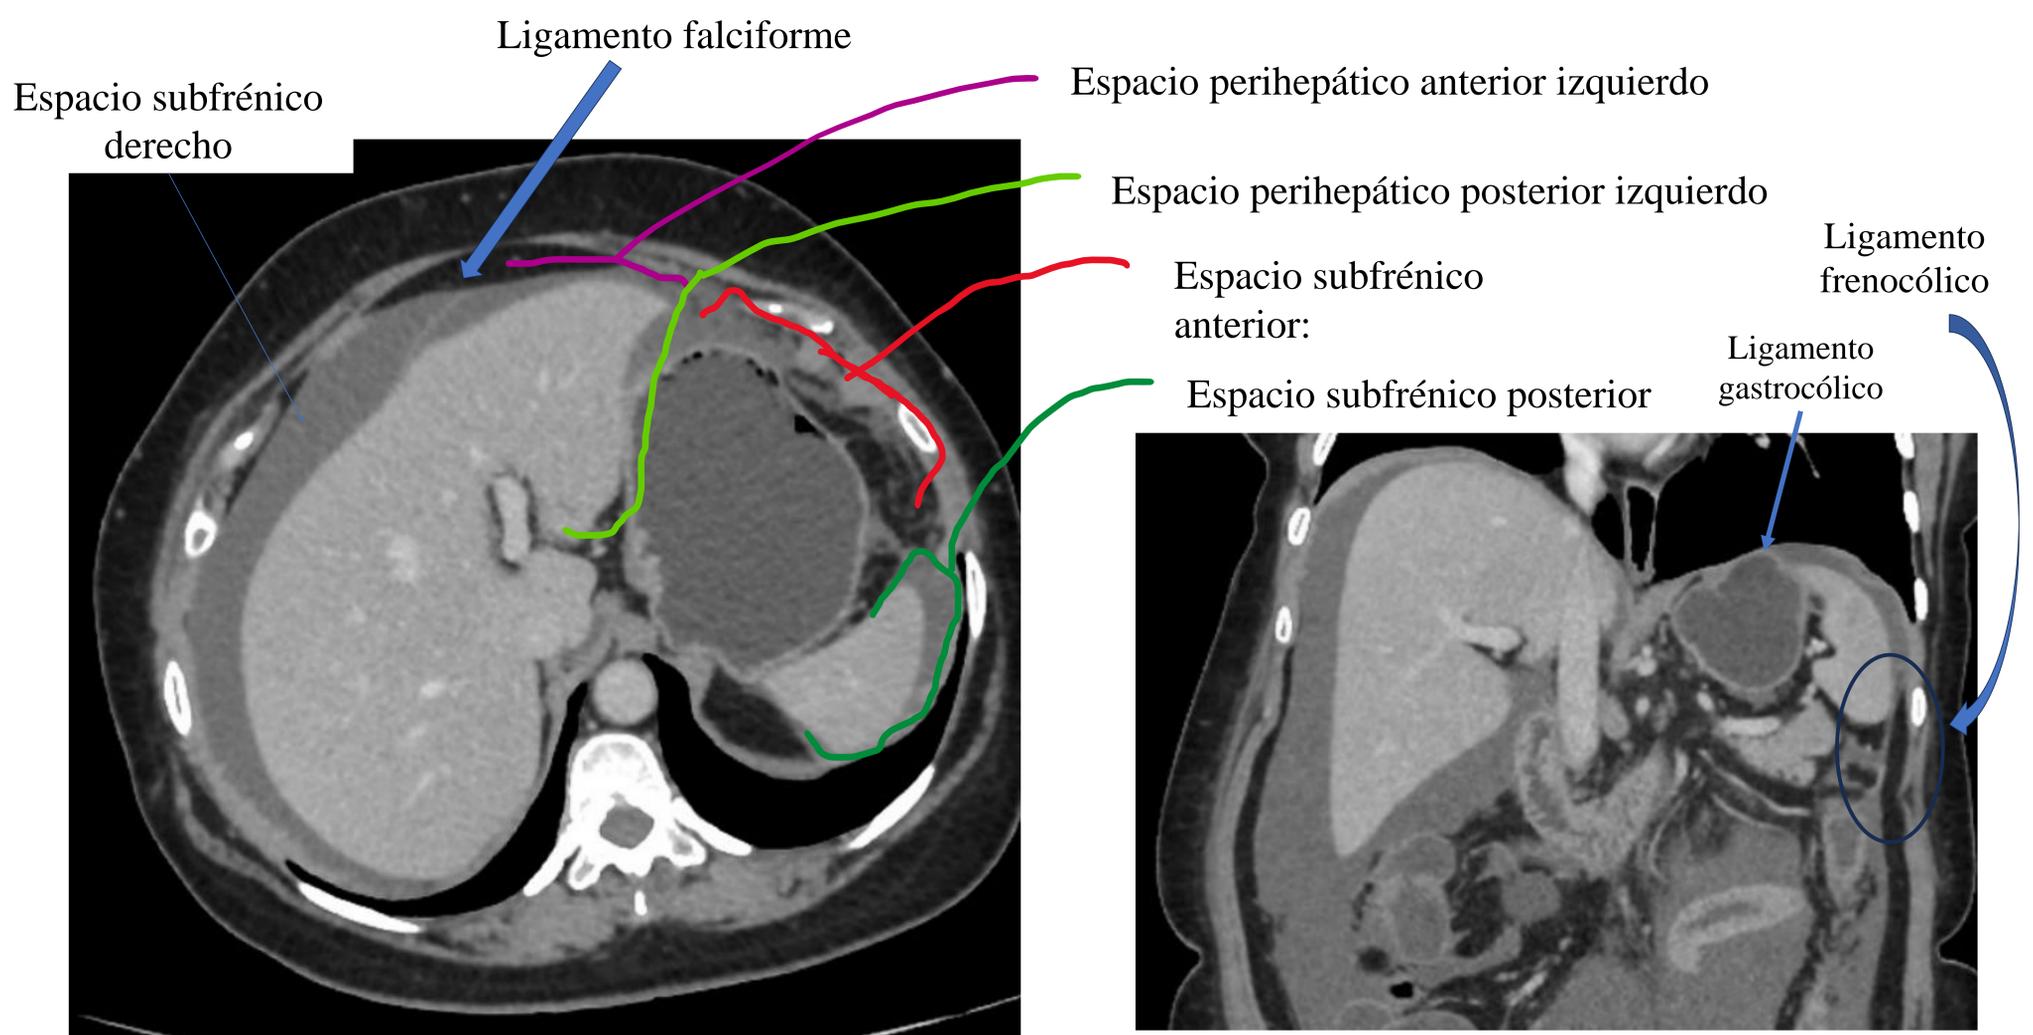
Imagen axial y coronal de TC de paciente con diagnóstico de carcinomatosis peritoneal, donde se visualiza ascitis difusa. Las líneas remarcan los espacios peritoneales izquierdos.
